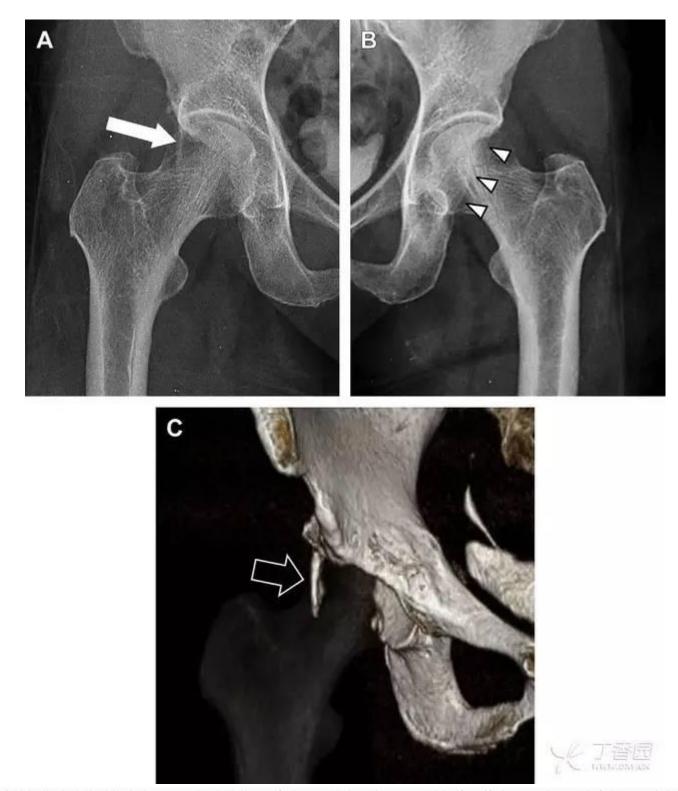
为髋臼后壁骨折伴髋关节脱位患者。A 右侧髋关节 X 线片示股骨头后方可见一骨折线(箭头),髋臼后缘中断。B 左侧髋关节 X 片对照可见髋臼后缘连续(箭头)。C CT 三维重建图像示髋臼后壁缺损,可见旋转、移位的骨折块(箭头)
